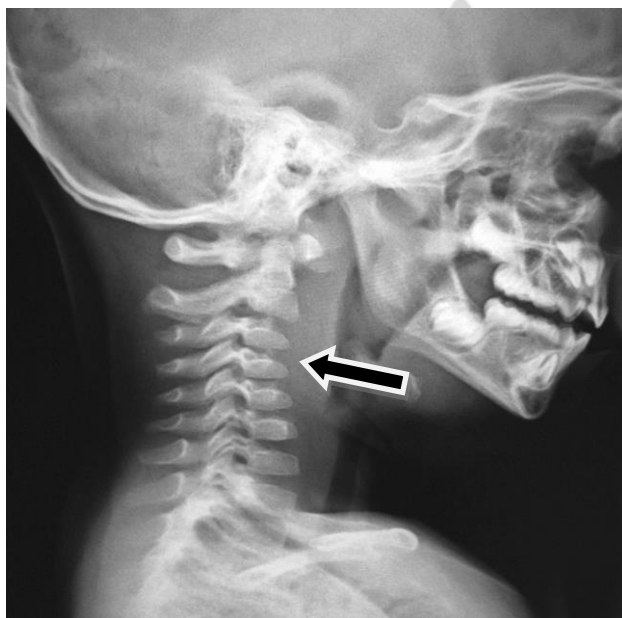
Рентгенограмма пациента с заглоточным абсцессом (указан стрелкой)
